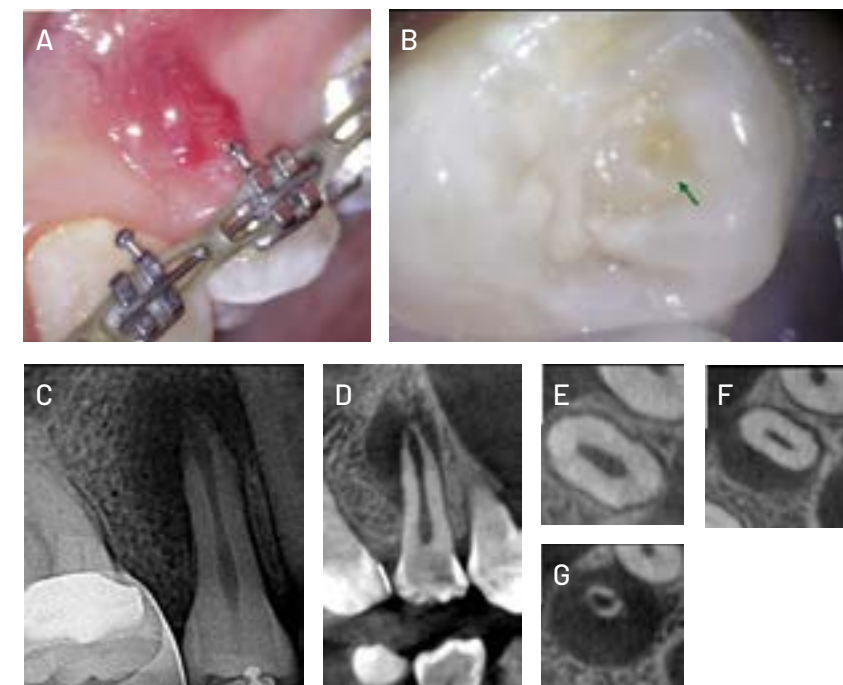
Evaluación inicial. A) Presencia de tracto sinusal en encía adherida de pza. 15. B) Dens evaginatus fracturado, ubicado en vertiente palatina de cúspide vestibular de la pieza. C) Radiografía inicial. D) Corte sagital con tomografía computarizada de haz cónico (TCHC), se evidencia falta de cierre apical. E) Corte axial con TCHC del tercio coronal radicular. F) Corte axial con TCHC del tercio medio radicular G) Corte axial con TCHC del tercio apical radicular.
